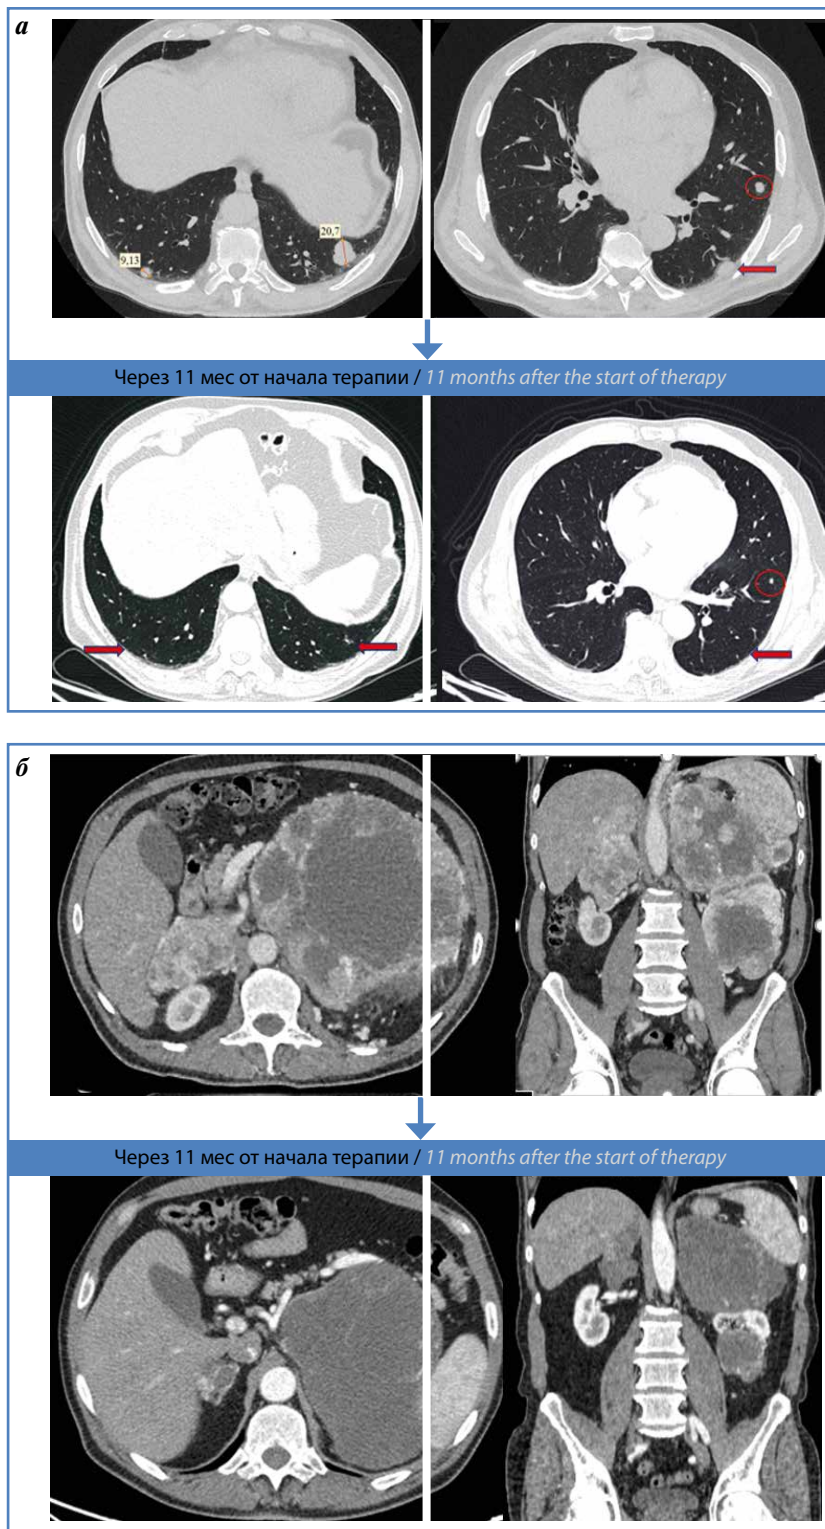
Динамика опухолевых изменений через 11 мес терапии по данным мультиспиральной компьютерной томографии: а – динамика размеров метастатических очагов в легких (интересующие зоны выделены стрелками и овалом); б – динамика размеров и структуры опухоли левой почки, метастатических очагов в надпочечниках
